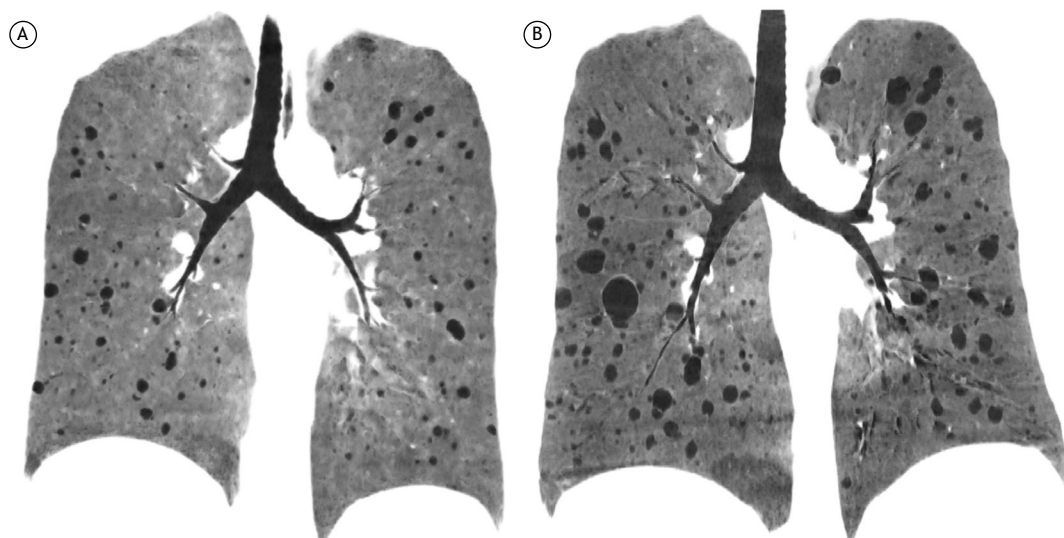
Progressão evolutiva da manifestação cística pulmonar da linfangioleiomiomatose. Imagens de TC de tórax em projeção de intensidade mínima no plano coronal evidenciando progressão do acometimento no controle evolutivo após cinco anos, com aumento do número e das dimensões dos cistos.
